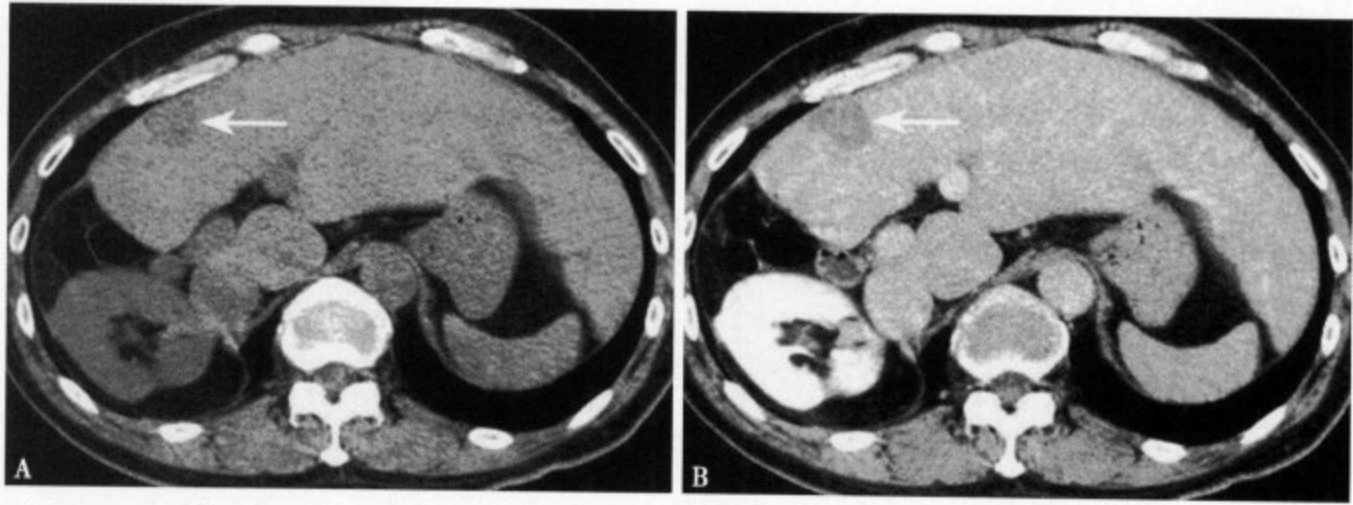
CT 平扫 (A) 示肝左叶代偿性肥大，左叶内侧段肝前缘隐约见一密度减低区，边缘不太清楚；增强 CT (B) 病灶相对清楚，呈类圆形，密度减低，边界不清，易误诊为中等血供或少血供 HCC
